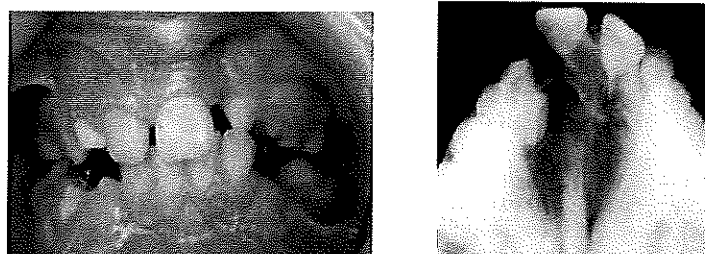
Aspect clinique et radiographique pré-opératoire d'une fente alvéolaire unilatérale. (58)
